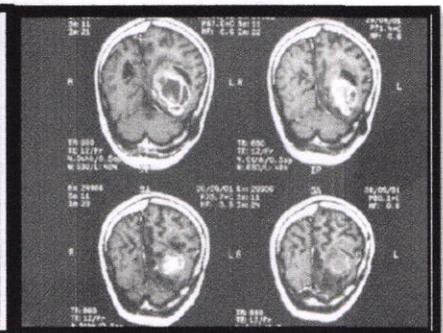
Images obtenus par l'IRM
